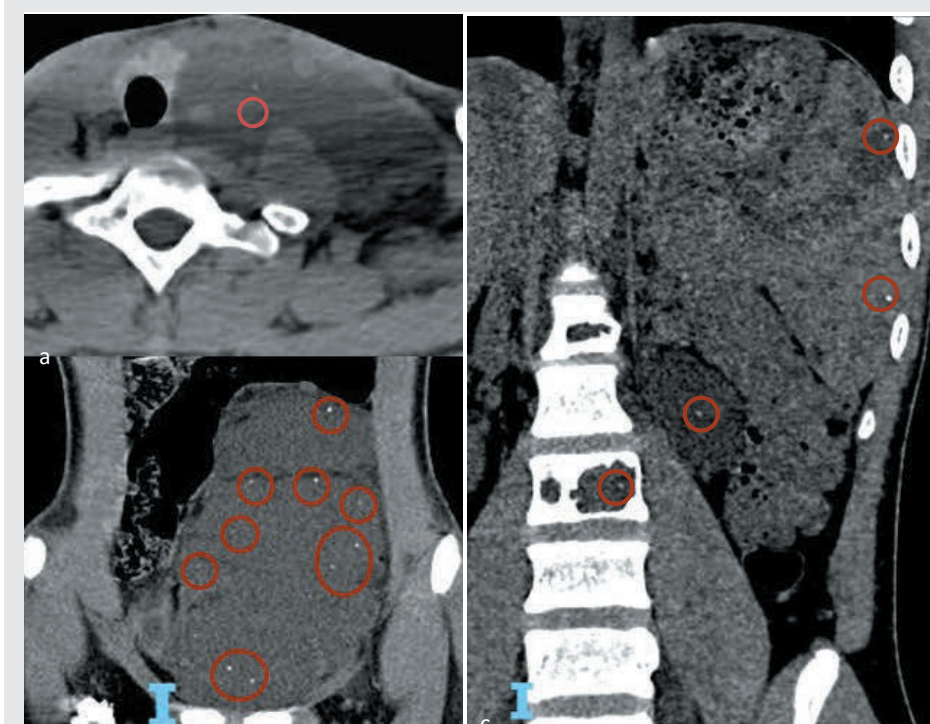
Dị dạng bạch huyết dạng nang lớn khoang sau phúc mạc trên bệnh nhân nữ 19 tuổi. Hình chụp CT trước tiêm hạch (a), hình chụp CT bạch mạch sau tiêm hạch mặt cắt ngang (b), mặt cắt trán (c): nhiều nang bạch huyết lớn khoang sau phúc mạc có thuốc cản quang bên trong.
